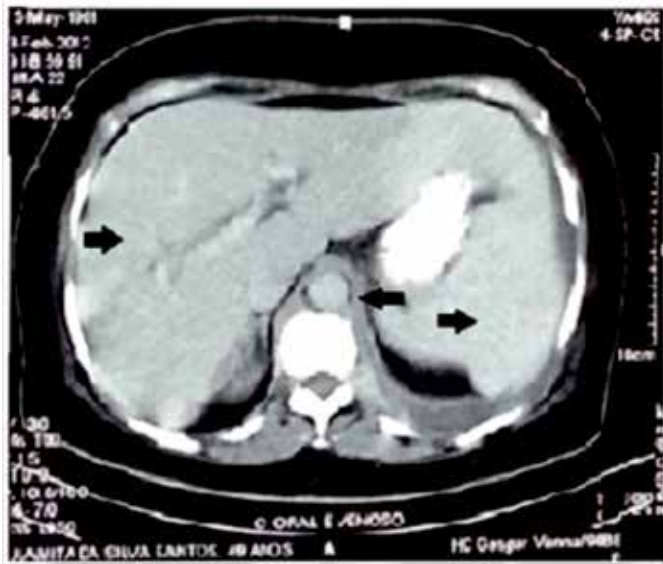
Tomografia Computadorizada de Abdome revelou hepatoesplenomegalia (seta) e presença tecido com atenuação de partes moles envolvendo a aorta abdominal (seta)
